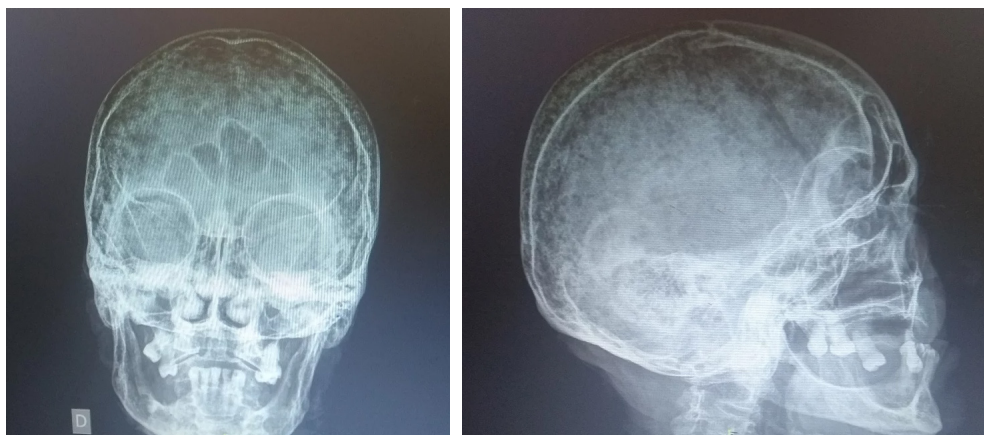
Radiografía de cráneo frontal y lateral. Múltiples imágenes osteolíticas.
